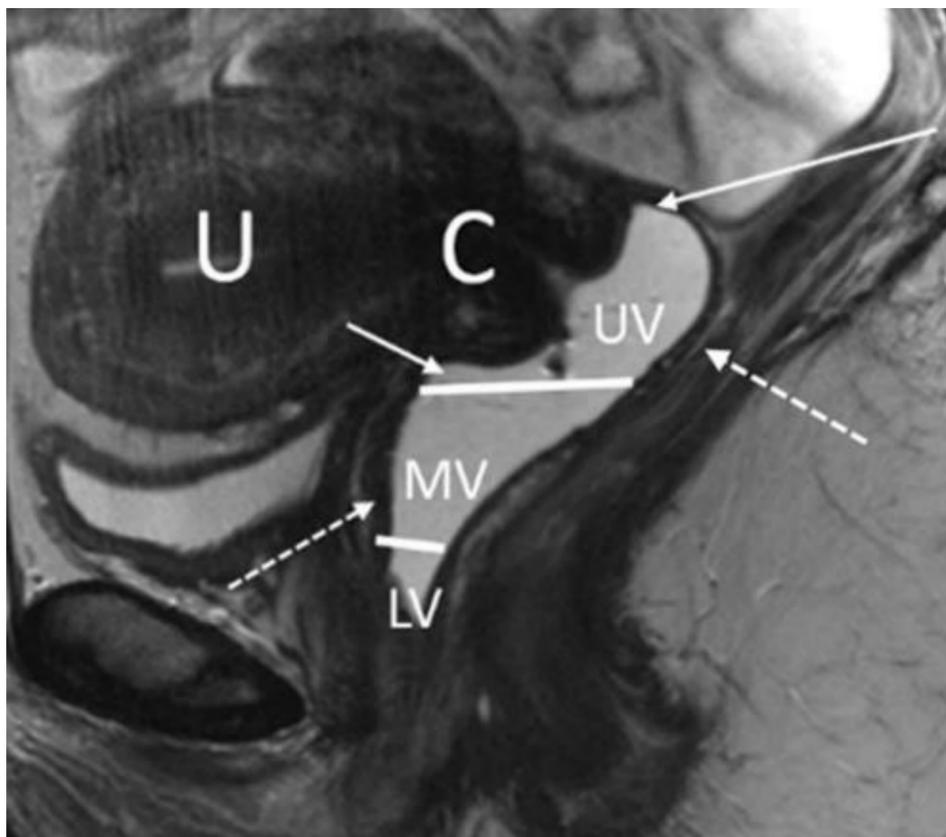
Imagen sagital de RM potenciada en T2 de la vagina (distendida con gel) que muestra los tercios superior (UV), medio (MV) e inferior (LV). La imagen también muestra el fómox anterior y posterior (flechas continuas), el cuello uterino (C) y el útero (U). Las flechas punteadas muestran la capa muscular T2 hipointensa de la vagina.
